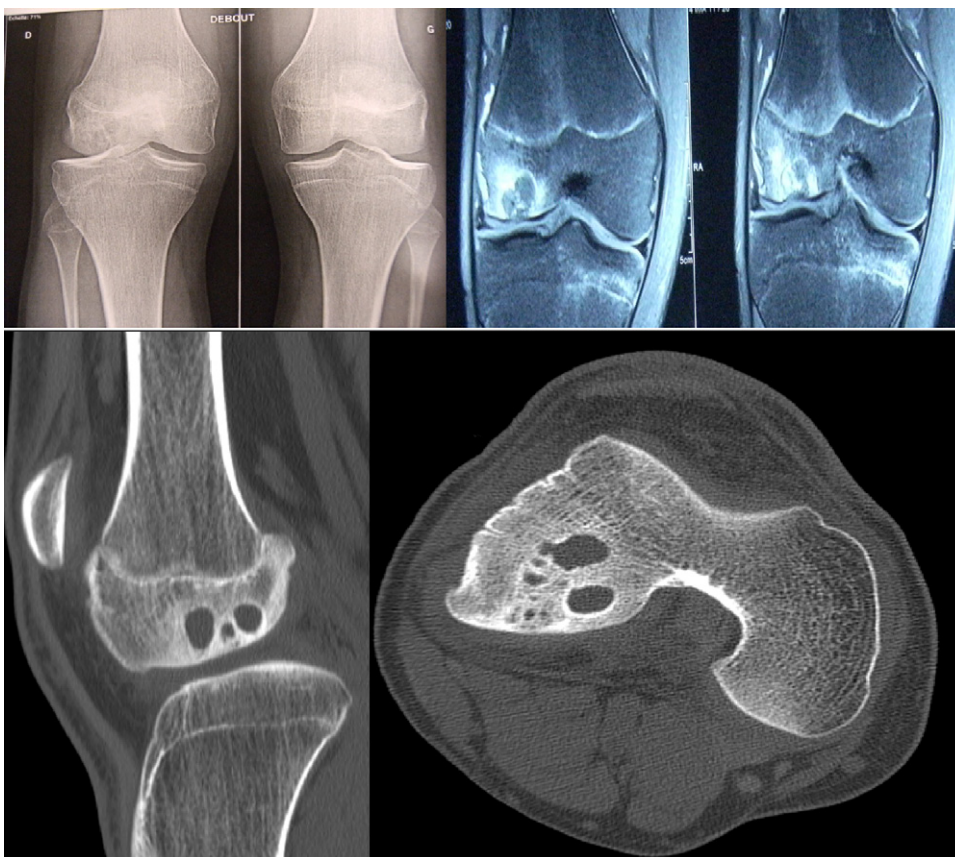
Bilan radiographique du cas clinique n° 2 (radiographies simples, IRM et TDM).
